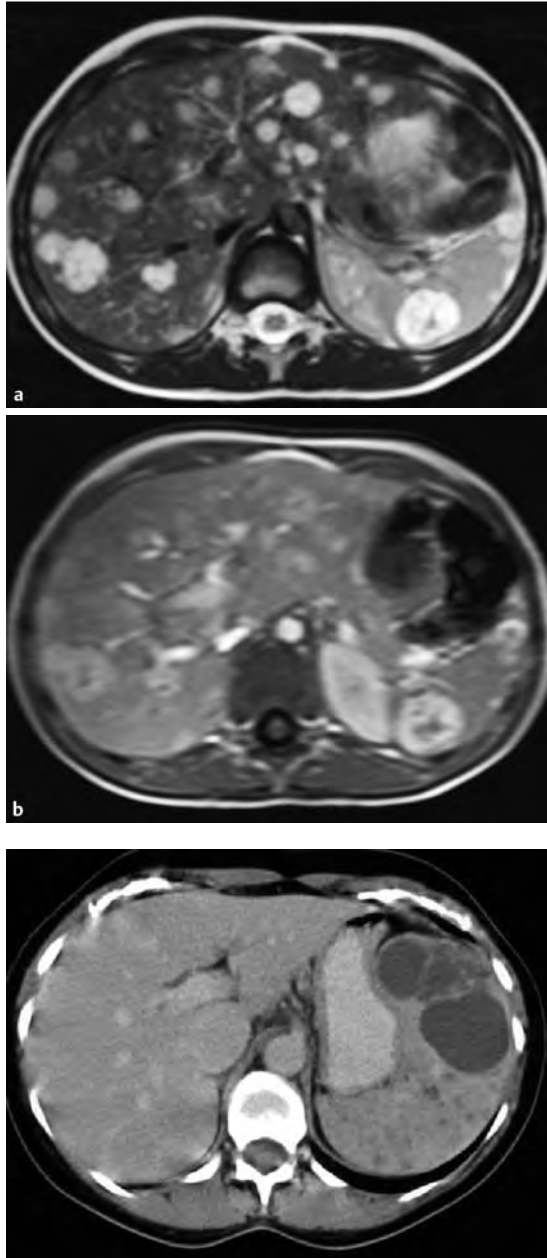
CT einer 40-jährigen Frau mit einem Lymphangiom der Milz. Neben der großen, flüssigkeitsisodensen, mehrfach gekammerten Raumforderung zeigen sich multiple kleine hypodense Areale.
